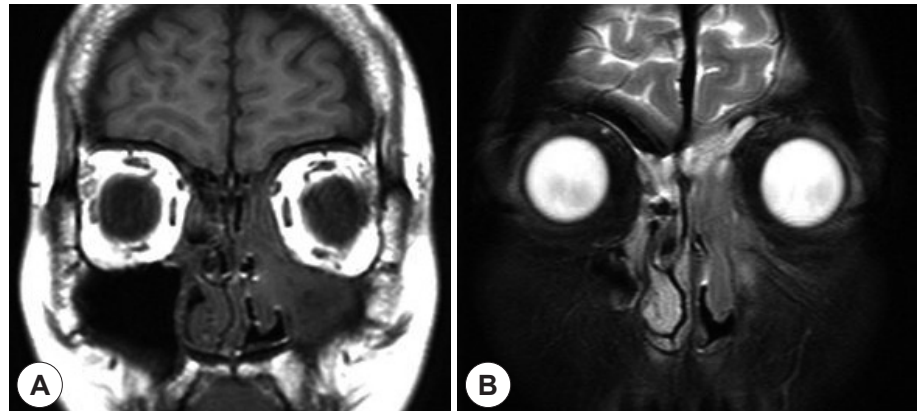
Paranasal MRI scans shows mass-like lesion of the left ethmoid sinus with isosignal intensity on T1-weighted (A) and T2-weighted MR image (B).
